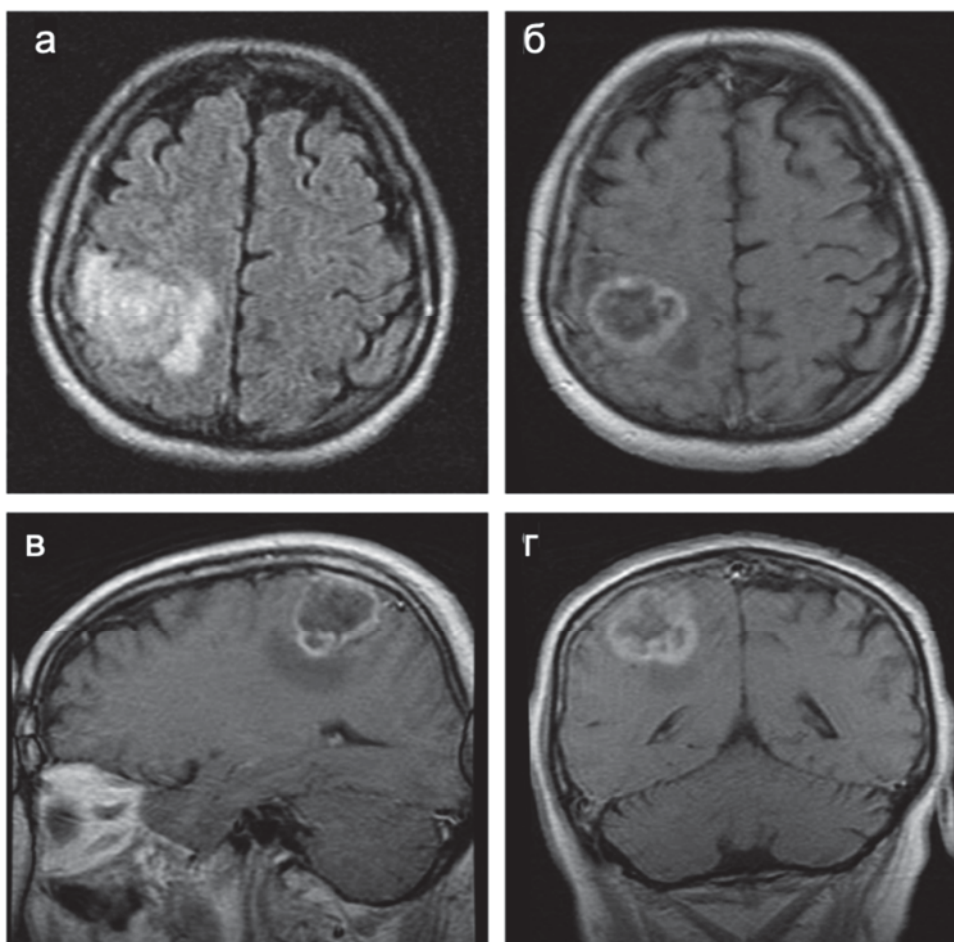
МРТ до операции. Внутримозговая опухоль правой теменной доли, прилегающая к прецентральной извилине. Опухоль кольцевидно накапливает контрастный препарат и окружена небольшой зоной отека/инфильтрации:
